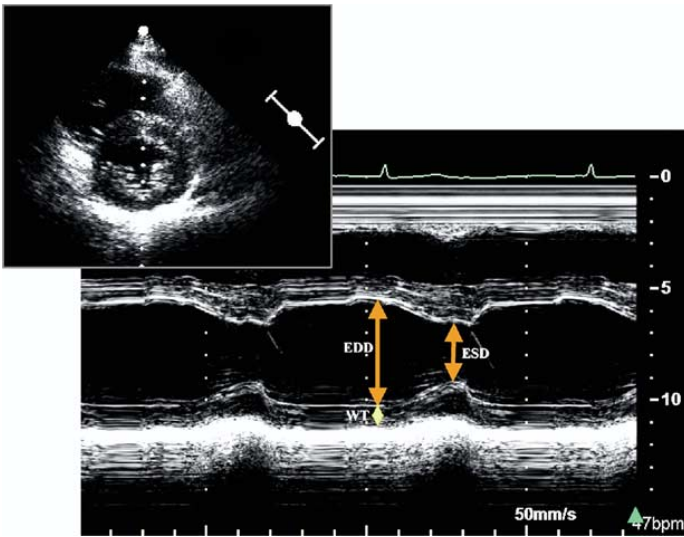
Mesures du diamètre Ventriculaire Gauche télédiaolique (DTDVG=EDD) et télésystolique (DTSVG= ESD) en mode-M, guidé par une coupe parasternale petit axe (image du haut) afin d'optimiser l'orientation du faisceau ultrasonore.
